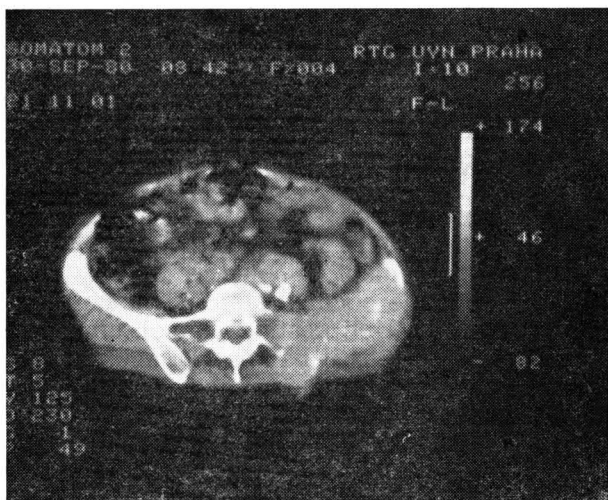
CT břicha ve výši žlučníku. Dobře je patrna slezina, kličky střešní, pravá ledvina, hydropický žlučník s konkrémentem, játra a žlučovéody, ascites
